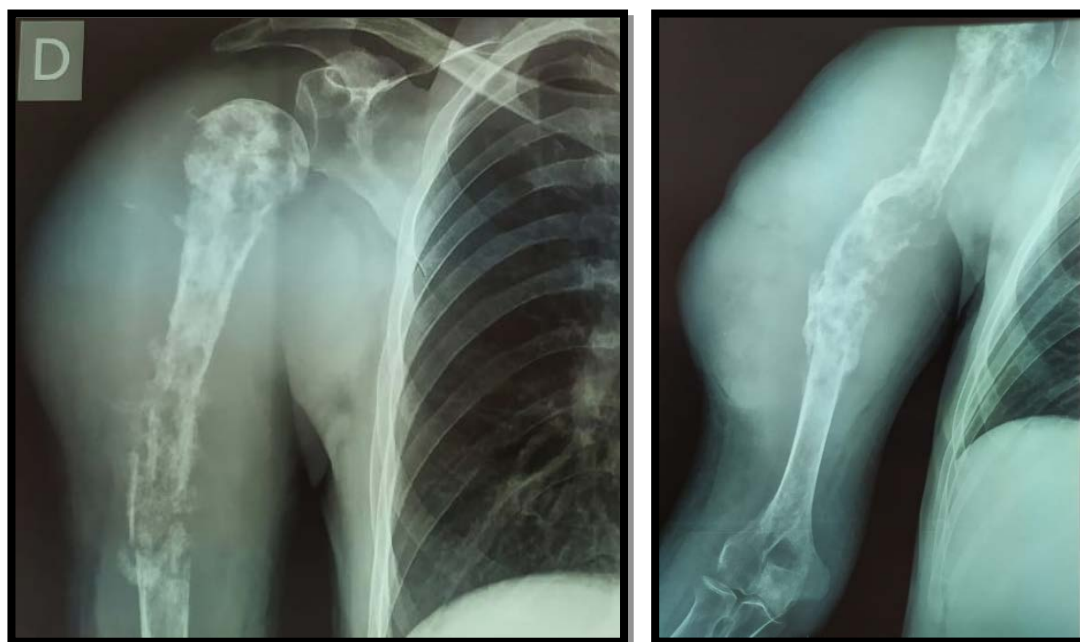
Radiografía de miembro superior derecho
